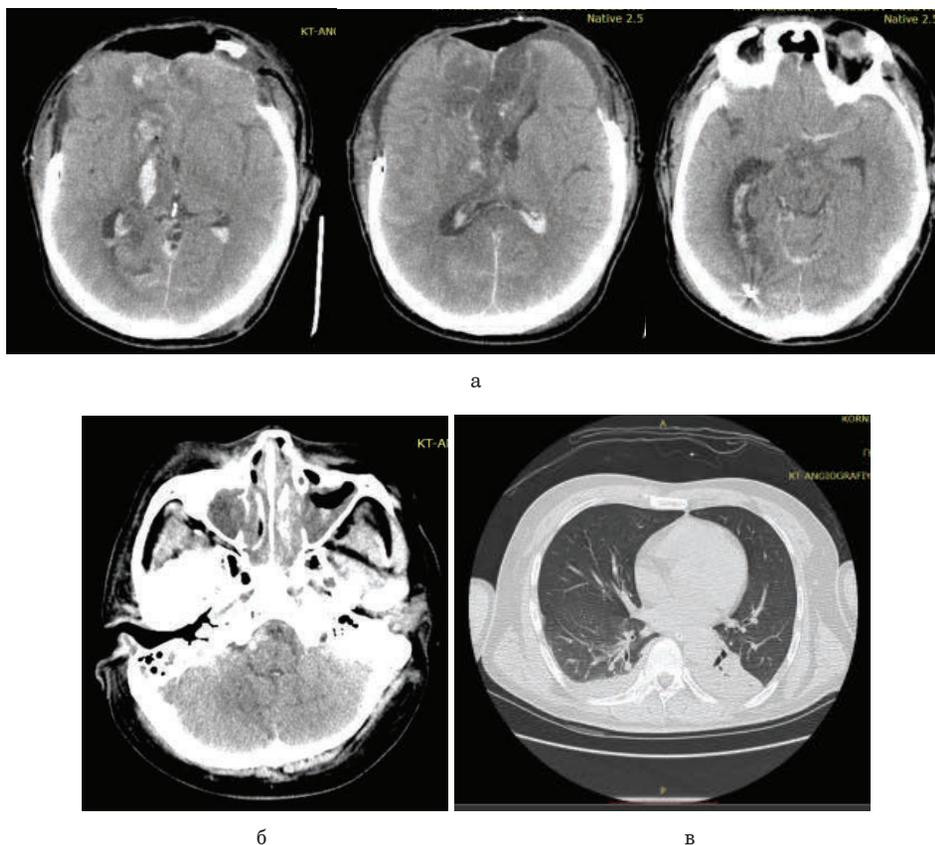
КТ пострадавшего К., 44 лет: *а* – КТ головы, характер раневого канала, аксиальный срез на уровне боковых желудочков; *б* – КТ головы, наличие содержимого с геморрагическим компонентом в верхнечелюстных пазухах; *в* – КТ легких, ателектатические изменения обоих легких
